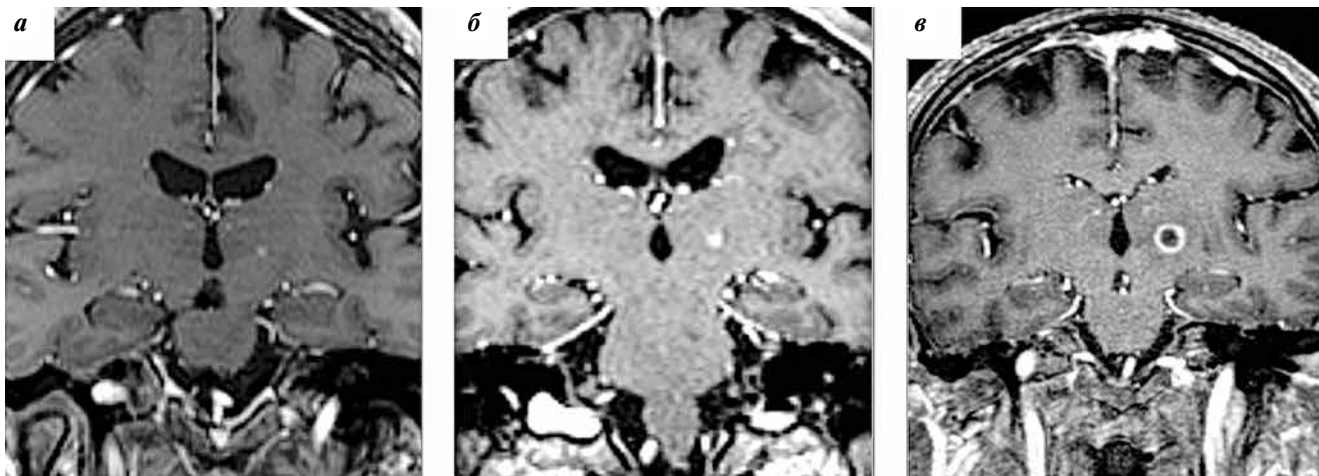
Магнитно-резонансная томография. Варианты радиологического ответа на T1-взвешенных изображениях с контрастным усилением: а – гипоответ; б – нормальный ответ; в – гиперответ
